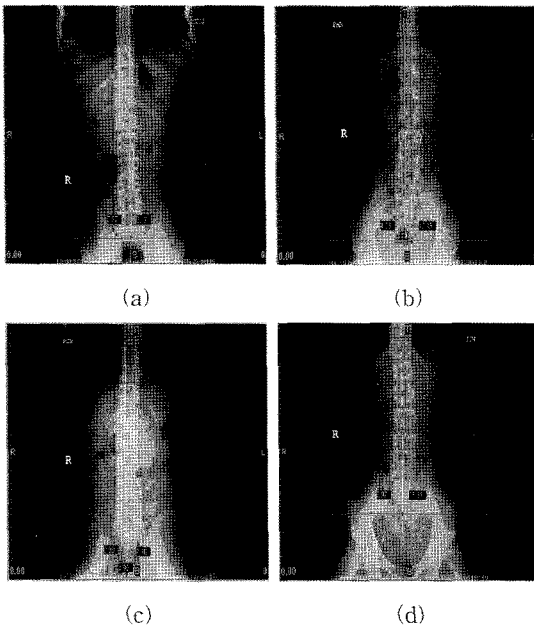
X-ray 영상을 이용한 척추 측만도 분석
